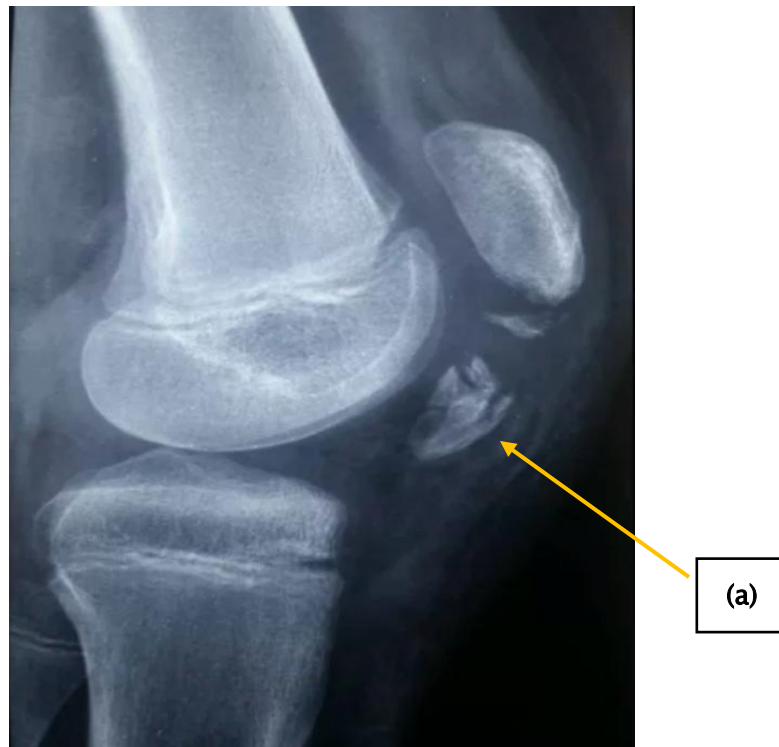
Radiographie de profil du genou montrant une avulsion de la tubérosité tibiale antérieure (a) (36)
